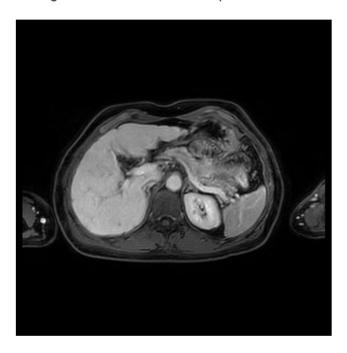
RMN hepática 1/05/2022. Secuencia dinámica tras administración de contraste paramagnético. En parénquima hepático se visualizan lesiones focales milimétricas de aspecto quístico, en segmentos III y VII.
